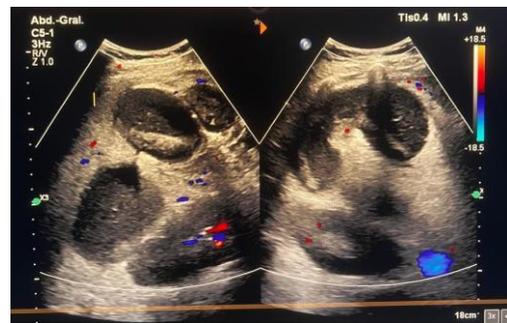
Ultrasonido de hígado y vías biliares con aplicación de Doppler con reporte de tres lesiones compatibles con abscesos hepáticos localizadas en segmentos VI, VII y II.
